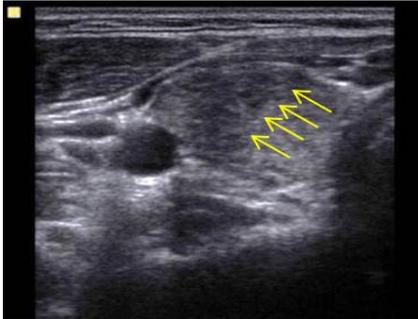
갑상선의 미만성 저에코(diffuse low echo) image(화살표): 뚜렷한 경계가 없이 저에코로 확인되는 초음파영상.
